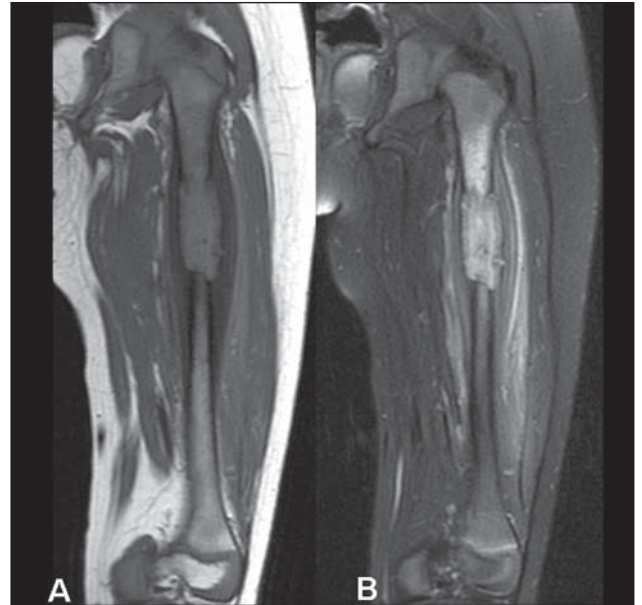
Ressonância magnética. Imagens coronais ponderadas em T1 (A) e T2 com saturação de gordura (B).
